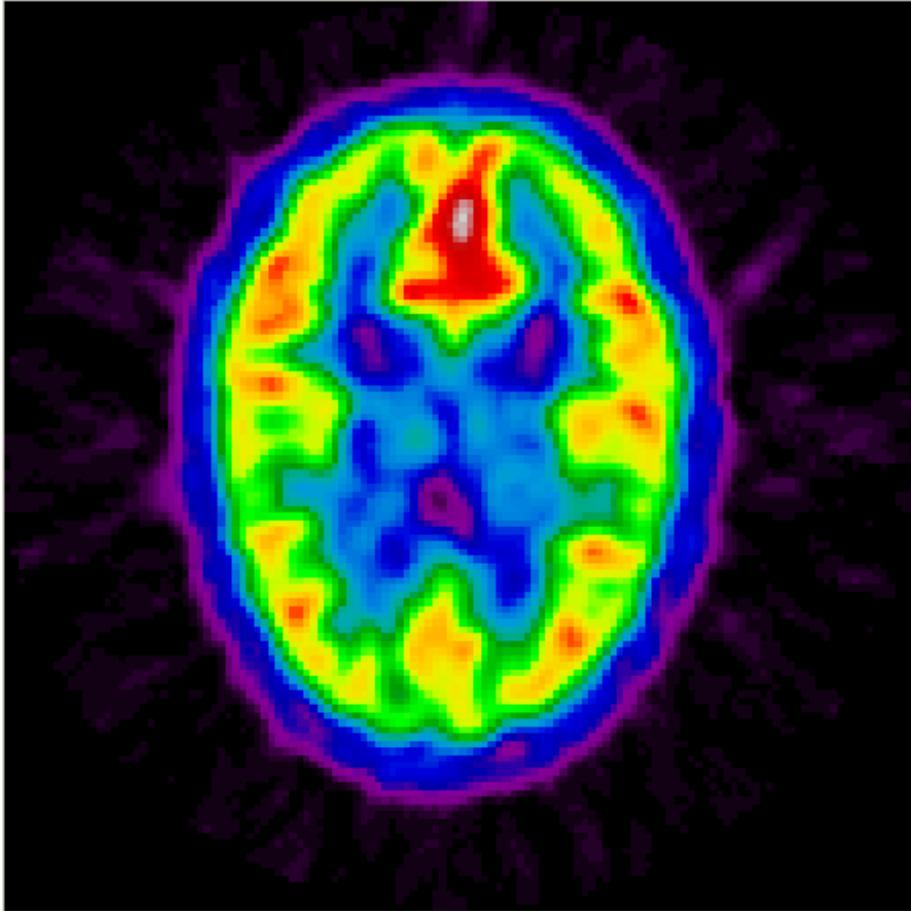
Imagen resultante del cálculo de SUV, visualizada con el software MIA
